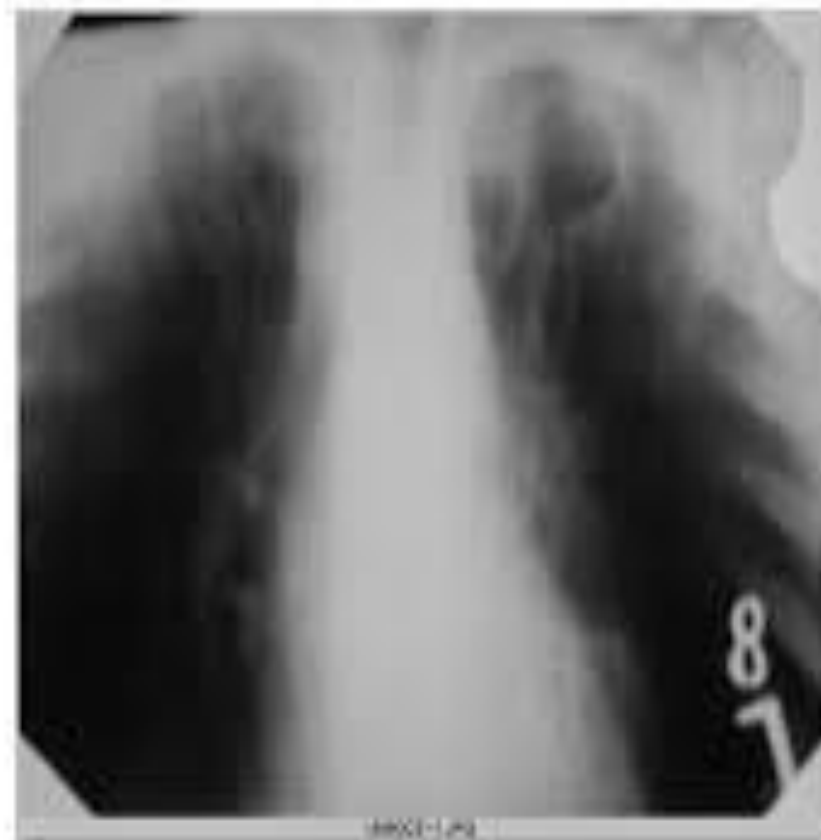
Хронический диссеминированный туберкулёз. Штампованные каверны. КТ.
